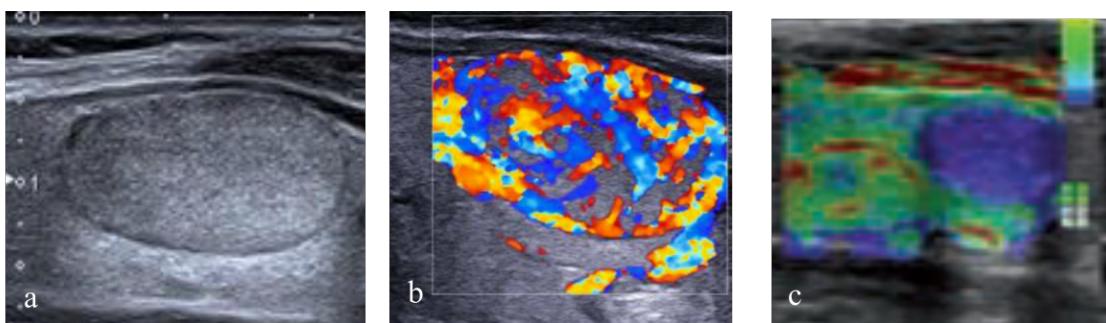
Nodule (a) Échographie mode B. (b) Échographie Doppler. (c) Élastographie.
